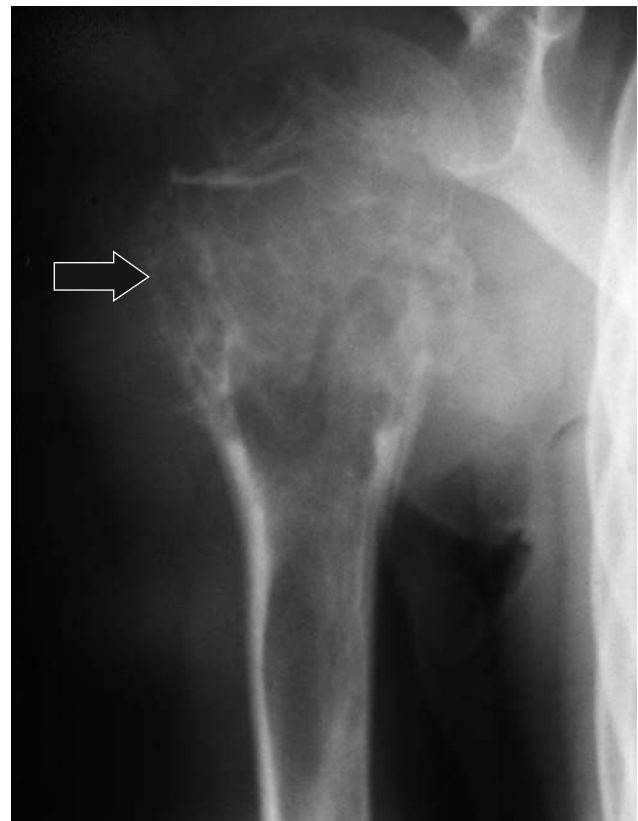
Рентгенологічна картина великої первинної АКК плечової кістки, що ускладнилась патологічним переломом (позначено стрілкою). Фото рентгенограми хворого 9 років.
